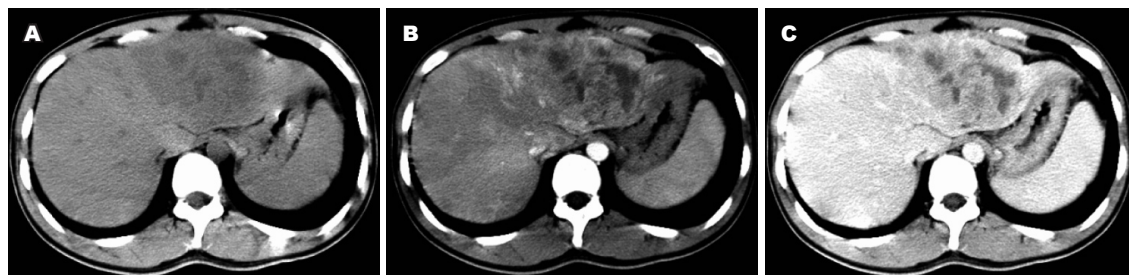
肝左叶肉瘤样肝细胞癌的CT特征。A: 肝左叶SHC, CT平扫示肝左叶一囊实性低密度团块影, 边缘较清楚; B: CT增强动脉期扫描, 示病灶内囊性密度影无强化, 软组织密度影轻度强化, 分布散在, 呈结节状; C: CT增强扫描静脉期, 示病灶内软组织密度影强化程度较动脉期明显。
